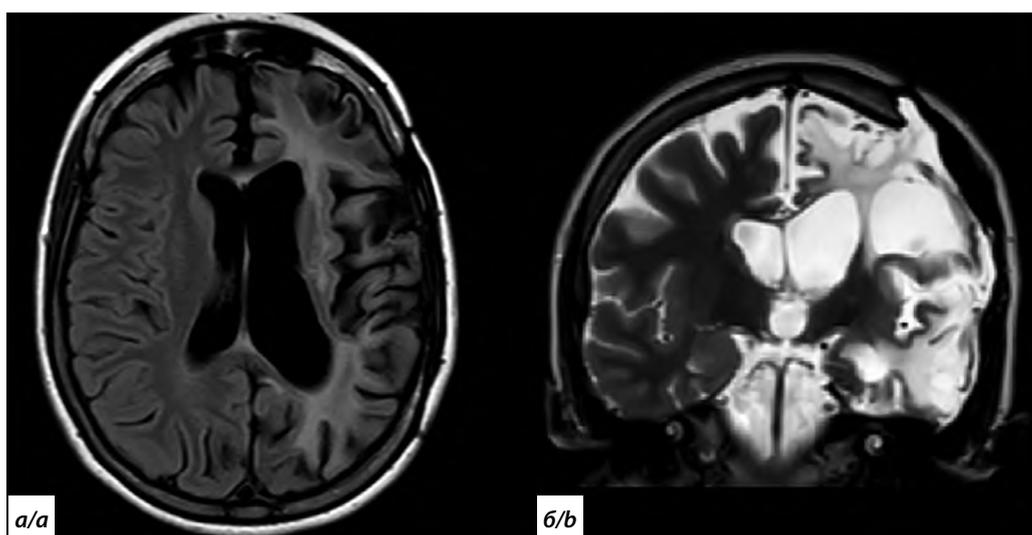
МРТ головного мозга: картина глиозно-атрофических изменений левого полушария.
